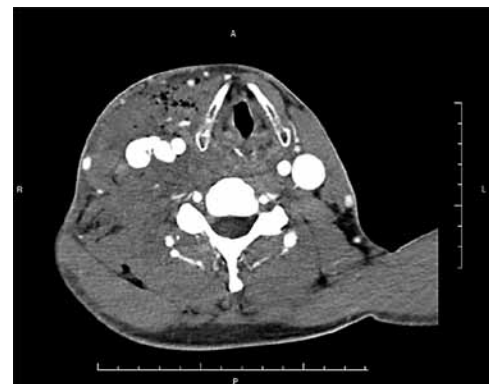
TC cervical com contraste, evidenciando comunicação da artéria carótida comum direita com a veia jugular interna ipsilateral.
